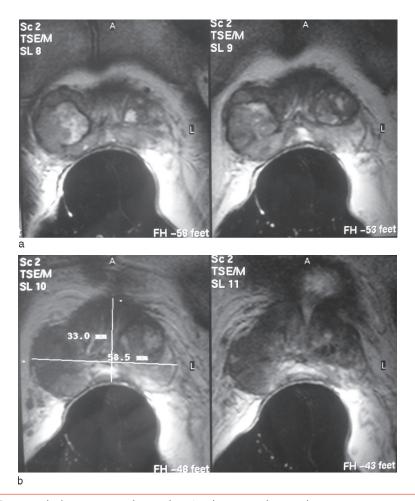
Cancer de la prostate de stade T3 à l'IRM endorectale.
